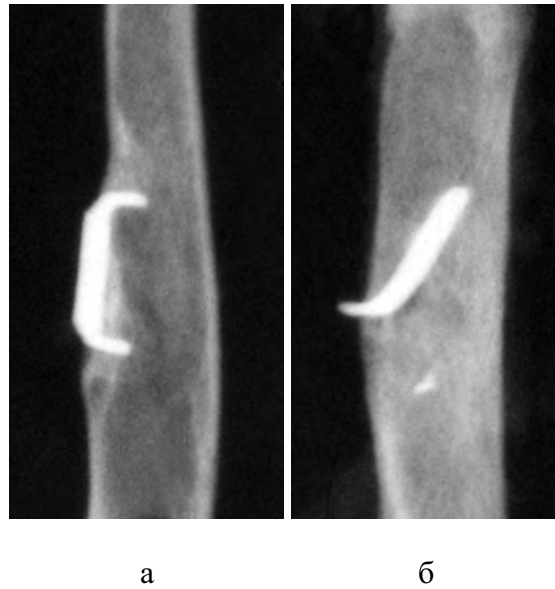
Рентгенограми ділянки стегнової кістки з імплантатом, покритим композиційним матеріалом (а) та без композиційного (б) покриття. Нерівномірне ущільнення кісткової тканини на ділянці імплантації, більш виражене при імплантації пластини з композитним покриттям. Ознаки резорбції кісткової тканини навколо імпланта без покриття. Строк спостереження 9 місяців
